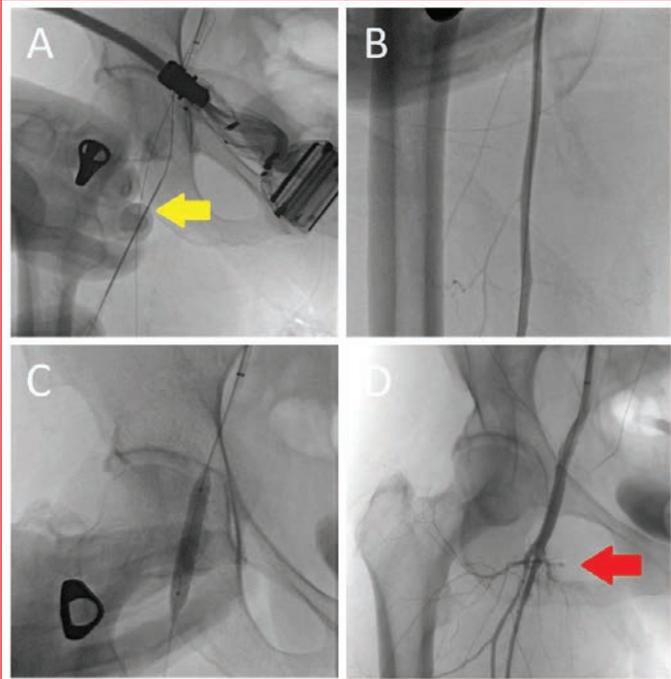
A, Right CFA was successfully recanalized using the ipsilateral retrograde approach under ultrasound guidance (yellow arrow). B, The guidewire entered across the true lumen of the right superficial femoral artery (SFA). C, The deployment of a 6x39 mm graft stent from the common femoral artery ostial to the distal to protect the deep femoral artery. D, Angiogram shows extravasation from the proximal site of the right superficial femoral artery (red arrow).
